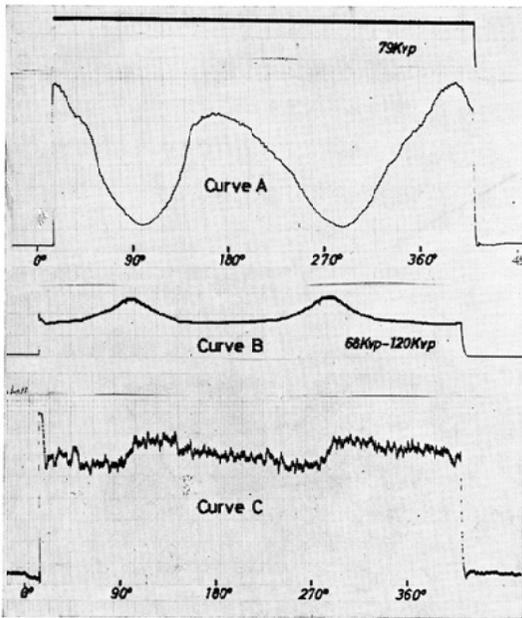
Blackening Curves recording change of incident x-rays on film when phantom of human pelvis is radiographed by means of elliptical orbit axial transverse tomography.
